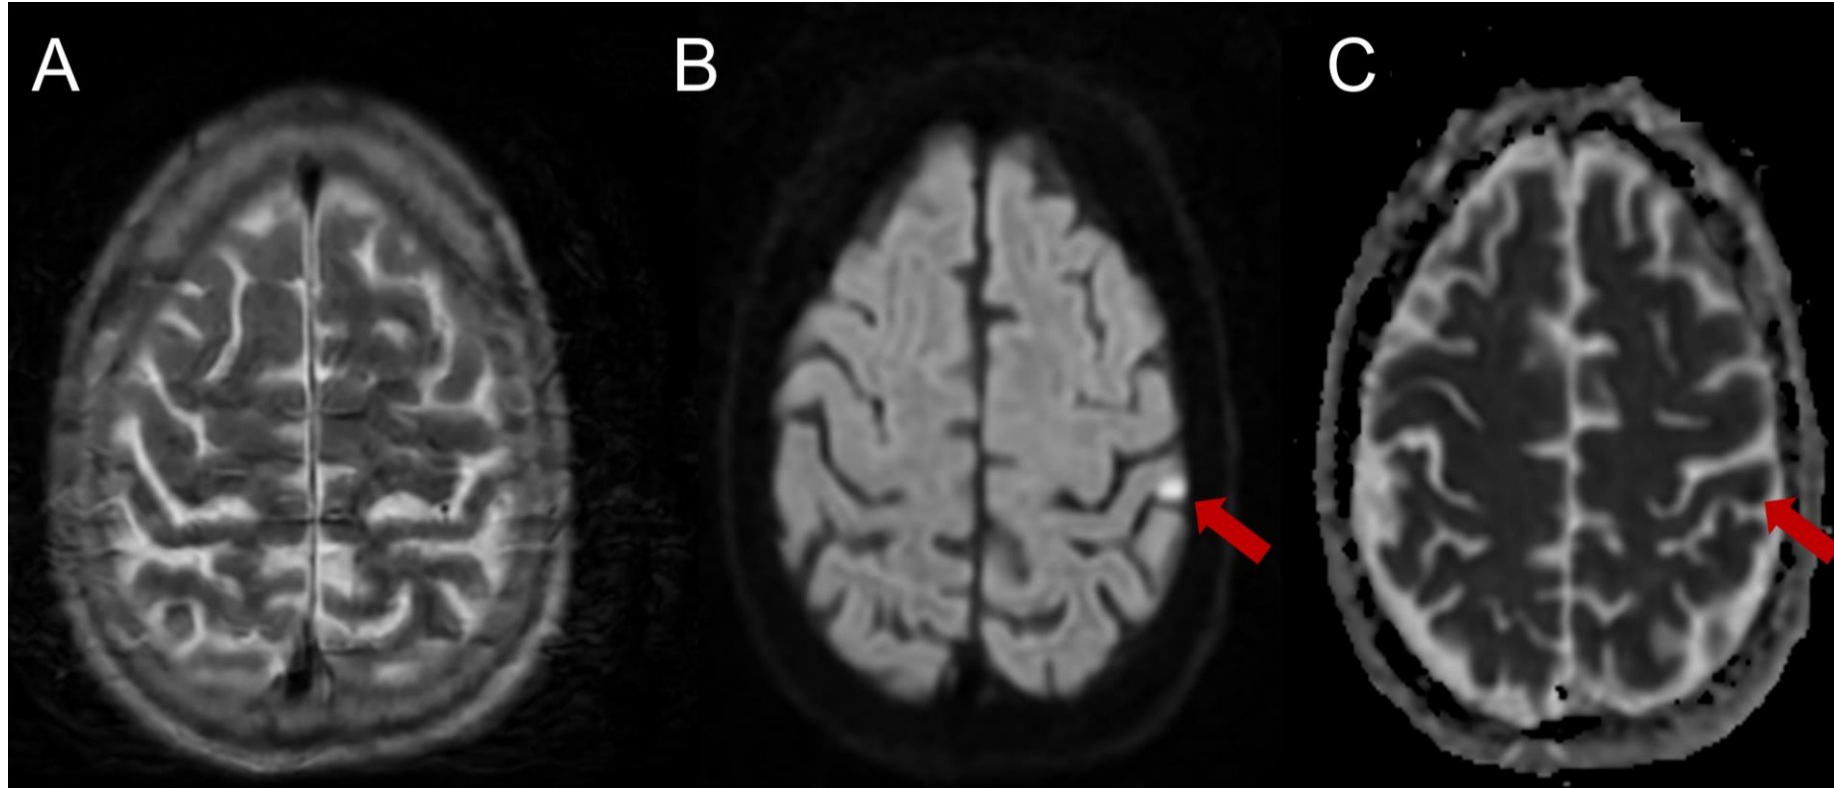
RM realizada cinco días después. La secuencia ponderada en T2 (A) no muestra alteraciones, con resolución completa del borramiento de surcos frontoparietales izquierdos previamente observado en TC. DWI (B) y mapa ADC (C) revelan una pequeña área focal de restricción de difusión cortical en el lóbulo parietal izquierdo (flechas), hallazgo que no descarta neurotoxicidad inducida por contraste.
